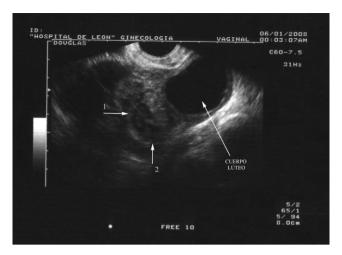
Ecografía transvaginal. Cuerpo lúteo derecho adyacente a los embarazos tubáricos.
